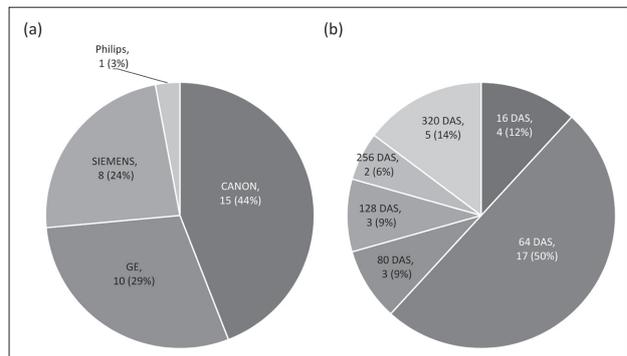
Distribution of (a) vendors and (b) the number of data acquisition systems for CT scanners owned by the institutions that participated in the survey.
